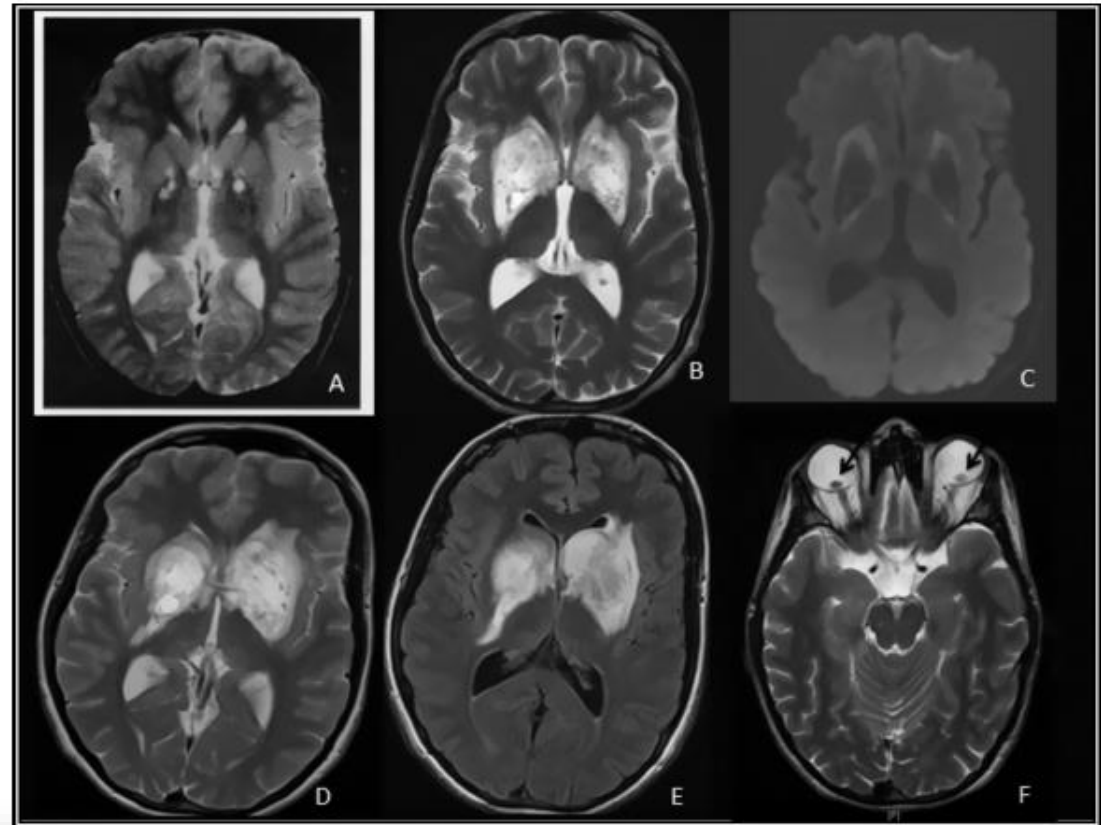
Brain MRIs of the patient at age 6 years (A) and at age 23 years (B–F). A: T2 high-intensity signals are seen in the basal ganglia mainly affecting the globus pallidus and to a lesser degree the putamen bilaterally (Hughes EF, et al. *Dev Med Child Neurol.* 1998;40:57–61). B: The MRI performed when the patient was 23 years old shows a bilateral and symmetric heterogenous but predominantly T2 hyperintense signal change in the corpus striatum. C: DWI and ADC sequences (ADC not shown) demonstrate free diffusion centrally and intermediate diffusion peripherally in relation to these areas of signal abnormality. D, E: A additional MRI 5 months later, T2 (D) and FLAIR (E), demonstrates some reduction of the swelling of the right corpus striatum and some progression of signal abnormality within the left corpus striatum. F: Ocular lenses during the recumbent position during head MRI. They have settled near the optic nerve heads (arrows).
